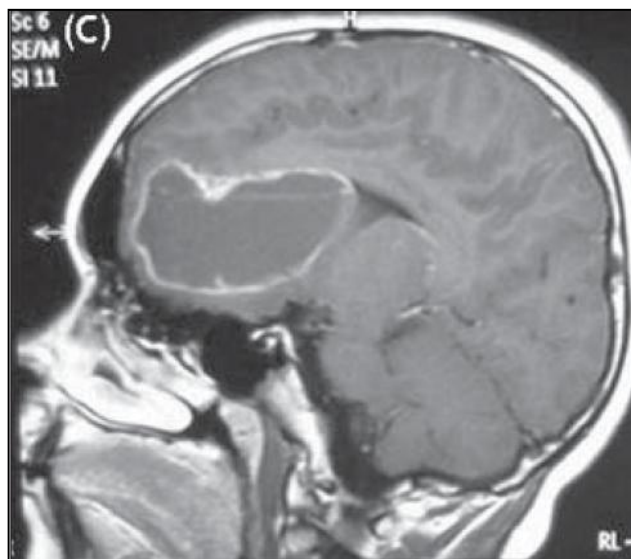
Imagem de RM, mostrando a patologia caracterizada como ependimoma
